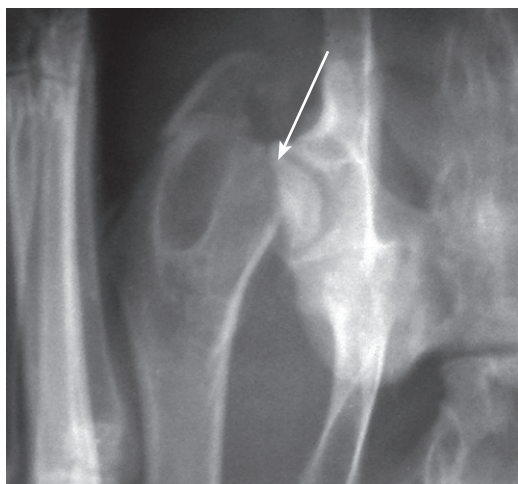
Рентгенограмма тазобедренного сустава кролика контрольной группы в прямой проекции на 60-е сутки. Стрелкой указан ложный сустав
